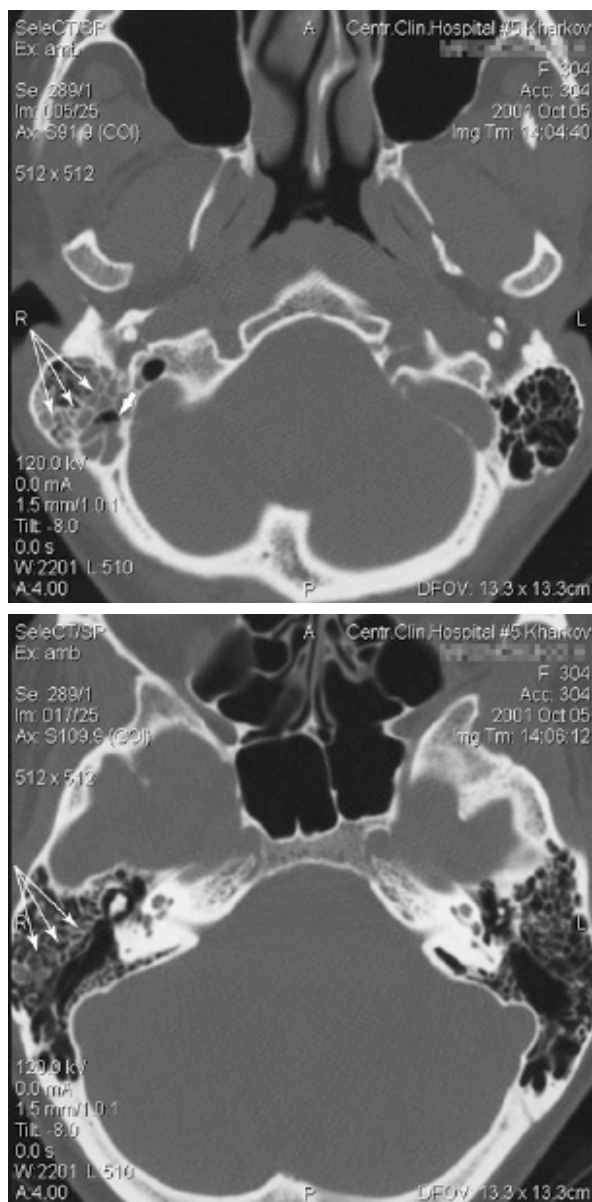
СКТ-графія хворої М., 33 р., (історія хвороби № 6026/2001).
